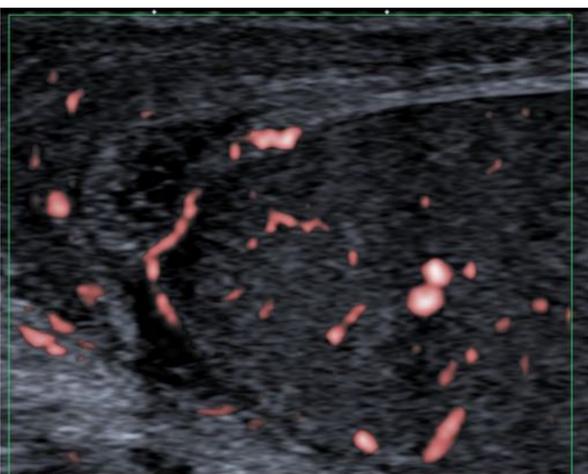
Ecografía que muestra hidátide de aspecto normal.
